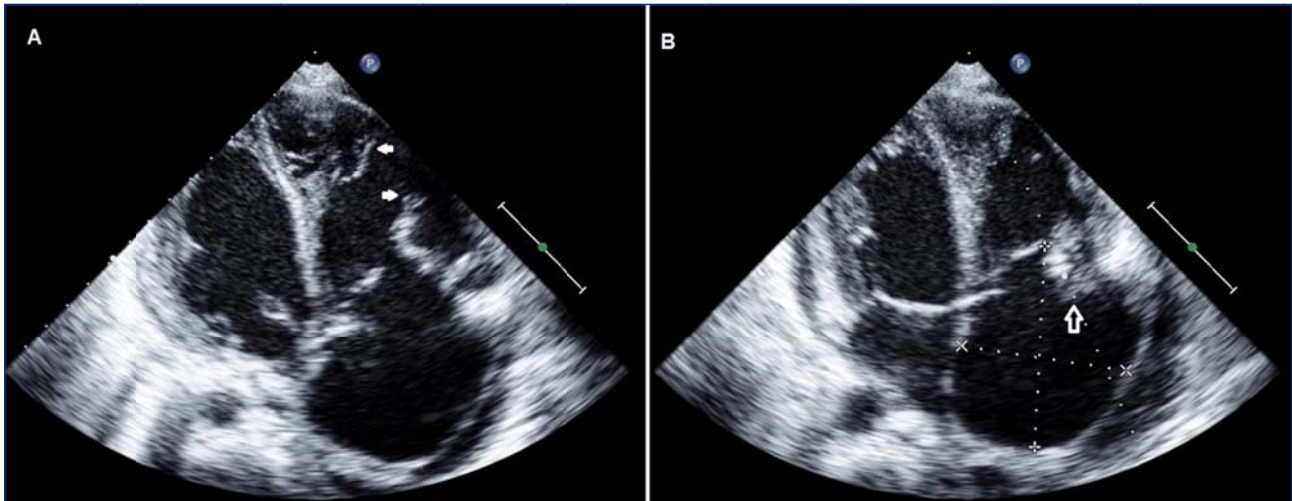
Ecocardiografía transtorácica. Se aprecian los cabos del músculo papilar (A) y la inversión de la valva anterior tricuspídea (B).
